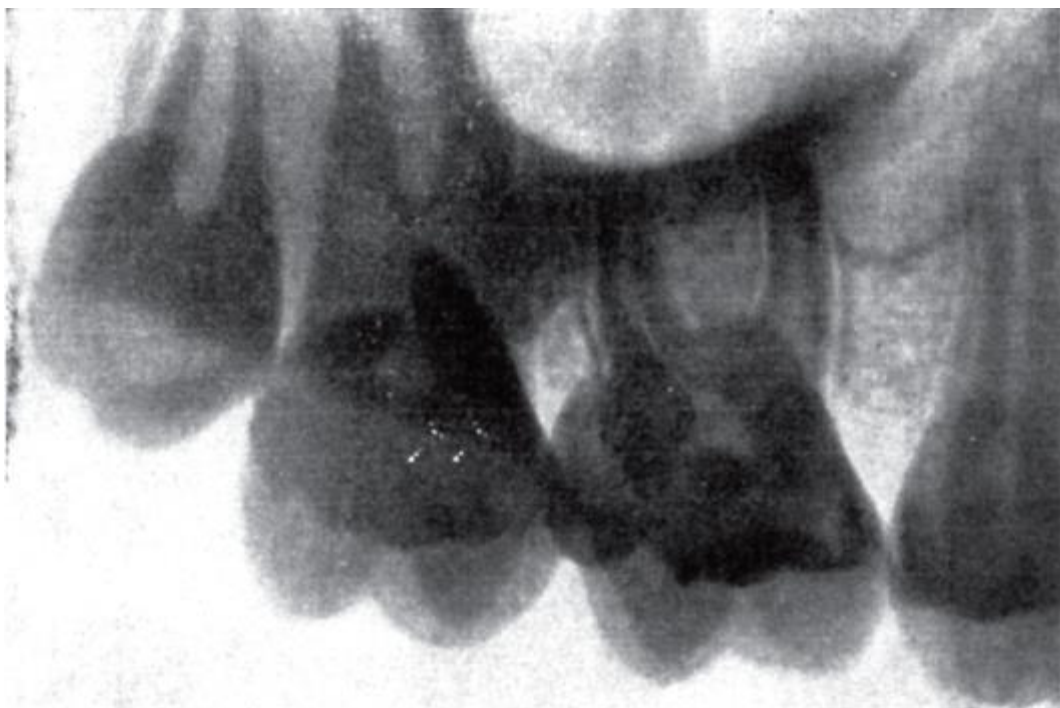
Рентгенограмма верхних моляров; расположение верхушек их корней относительно дна верхнечелюстной пазухи
